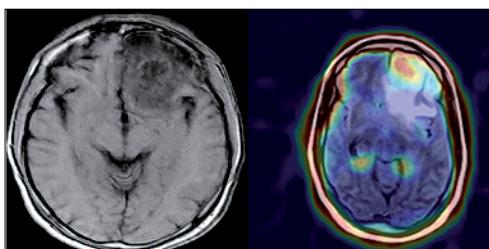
IRM cráneo simple ponderado T1 y SPECT cerebral (MIBI). Pre-operatorio.
